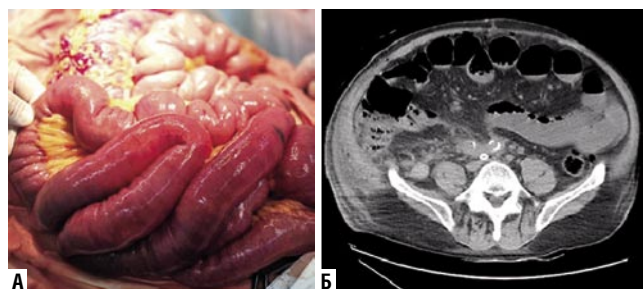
Динамическая кишечная непроходимость на 4 сутки после аневризмэктомии по поводу разрыва аневризмы брюшного отдела аорты: А – переполненные воздухом и содержимым петли тонкой кишки, Б – МСКТ брюшной полости: увеличение объема брюшной полости за счет расширенных петель тонкой кишки.
